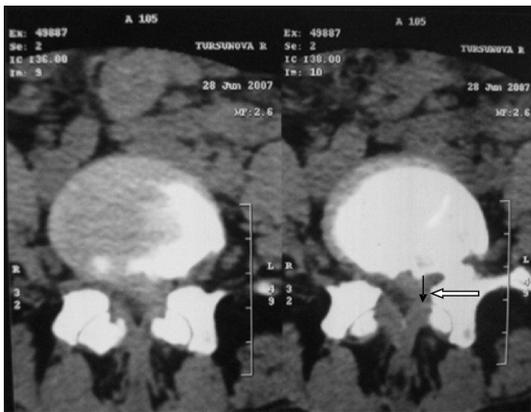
КТ позвоночника пациентки Т. до лечения. Грыжа диска сегмента VL<sub>4-5</sub>. Размер грыжи 0,9 см. Компрессия дурального мешка и нервного корешка слева
